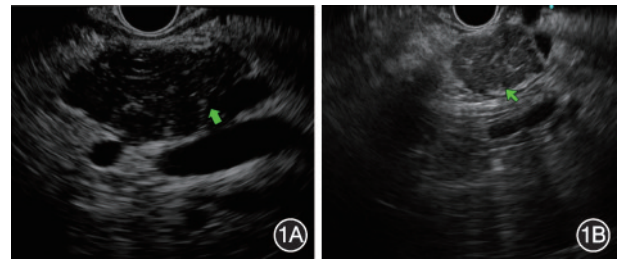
自身免疫性胰腺炎的超声内镜表现 1A:弥漫性低回声区;1B:局灶性低回声区,胰腺实质内可见栅格样改变并散在点状高回声影
